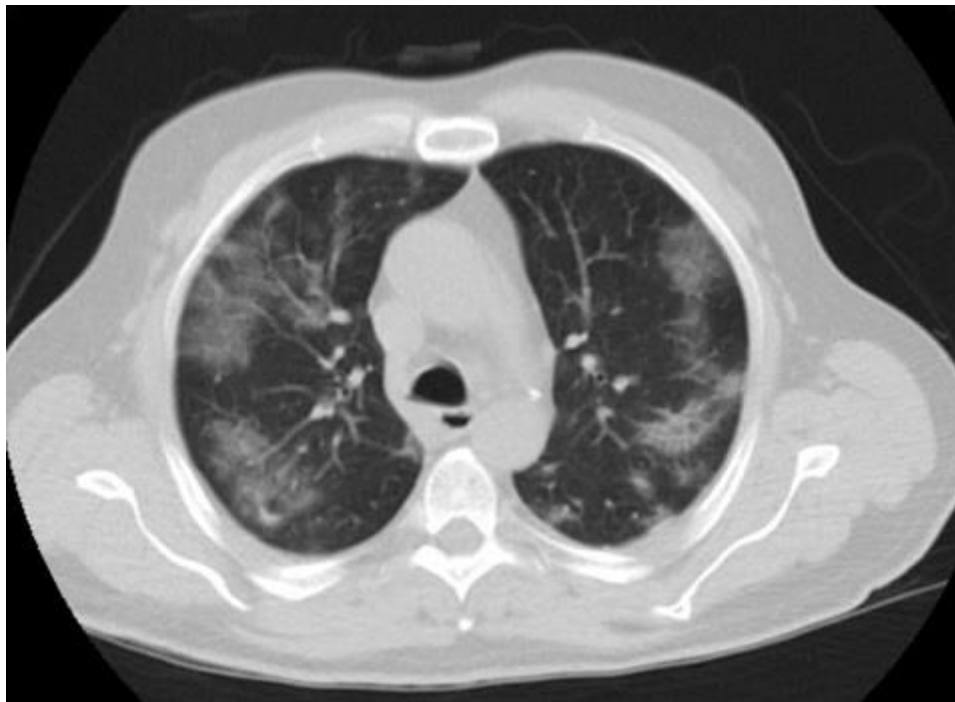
Transverse, low-dose, non-contrast chest CT image demonstrates typical peripheral, bilateral ground-glass opacities in a 65-year-old man with RT-PCR positive COVID-19 pneumonia (CTDIvol 2.2 mGy)
